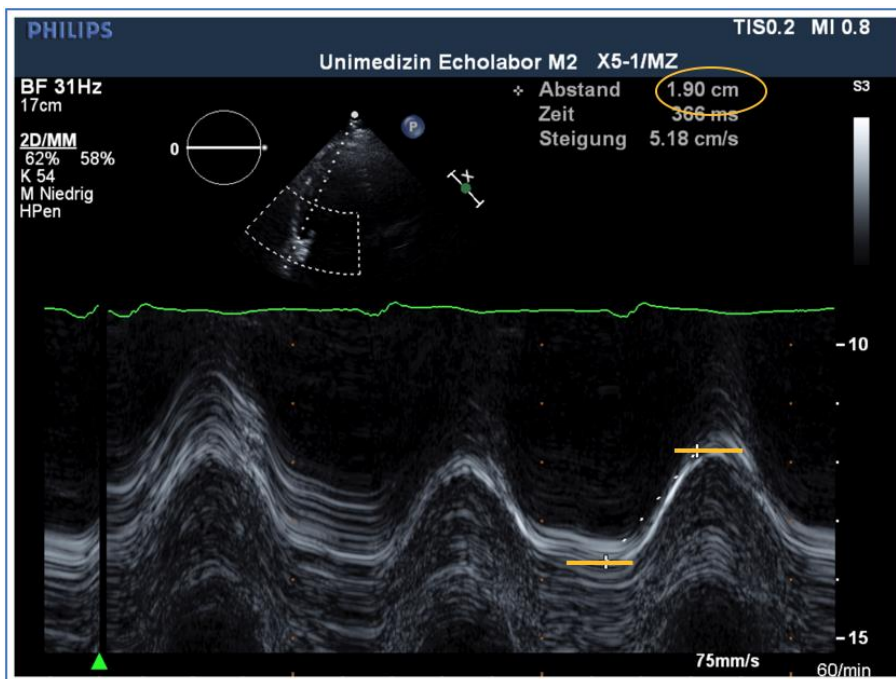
Echokardiographie TAPSE.
